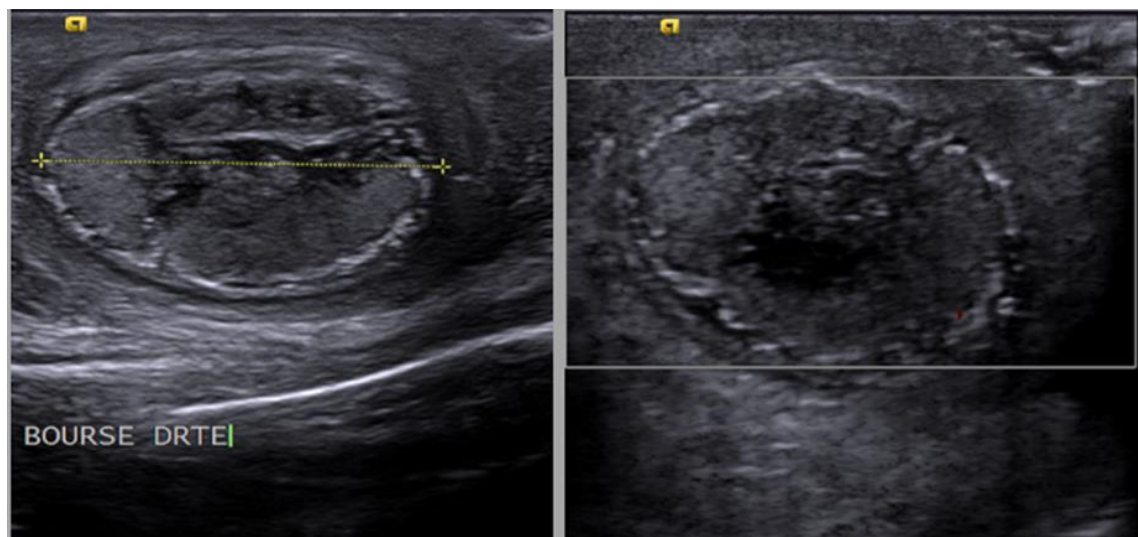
Testicule droit augmenté de taille, hypoéchogène d'échostructure hétérogène avec des plages anéchogènes de nécrose tissulaire avec absence de flux artério-veineux au Doppler couleur
